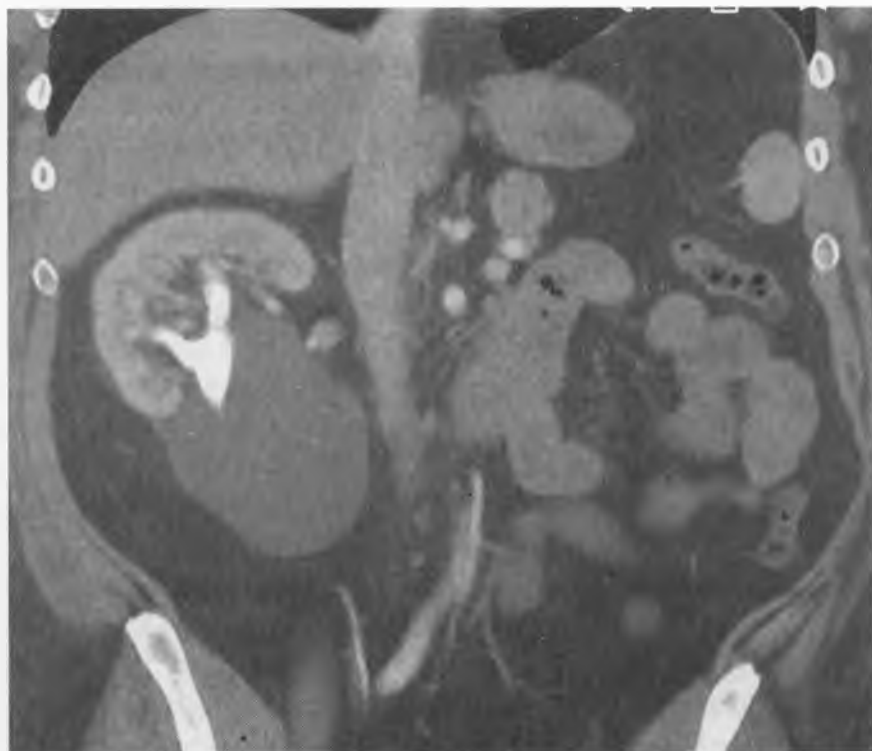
Tomografie computerizată. Chist parapelvic pe dreapta
